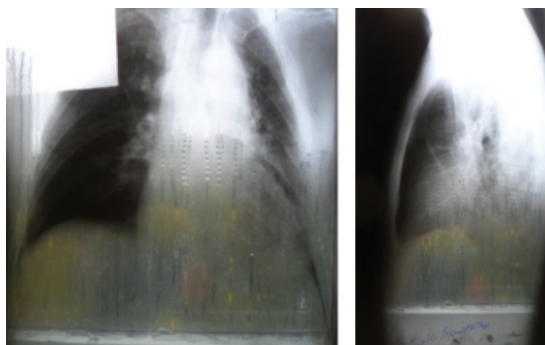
Рентгенография легких от 4.09.2012г.
